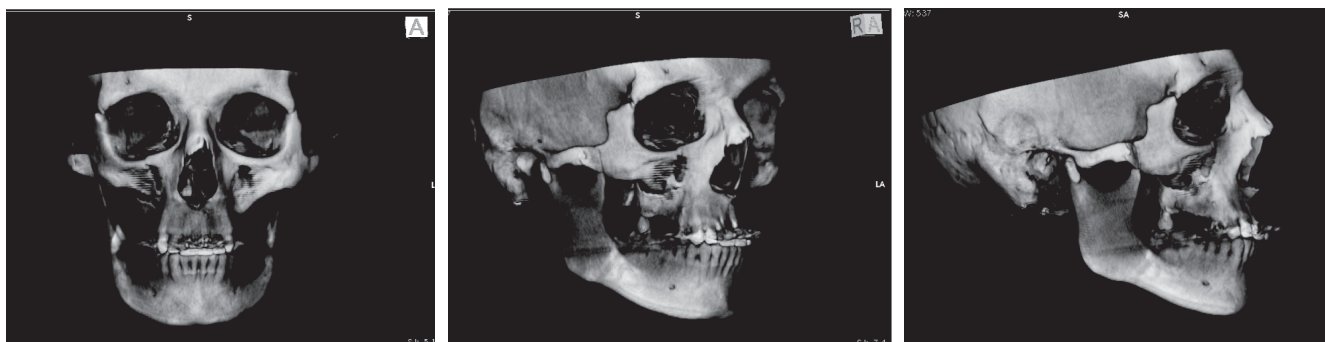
Спиральная компьютерная томография при переломах скуло-орбитального комплекса
